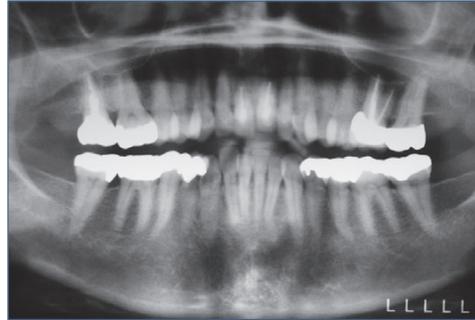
Ausgangssituation im Orthopantomogramm.
